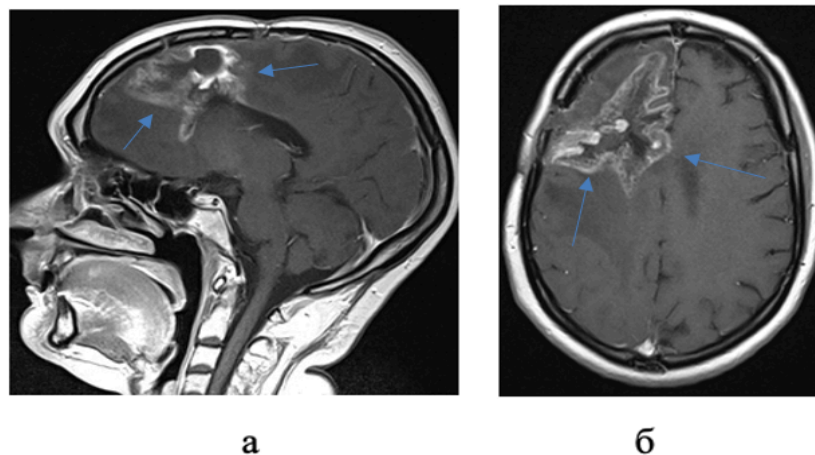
МРТ головного мозга с контрастным усилением, после 4-х циклов ПХТ по схеме PCV (28.05.2019г) (И/Б № 11475): а – сагиттальная проекция, б – коронарная проекция, в – аксиальная проекция. Отмечается
